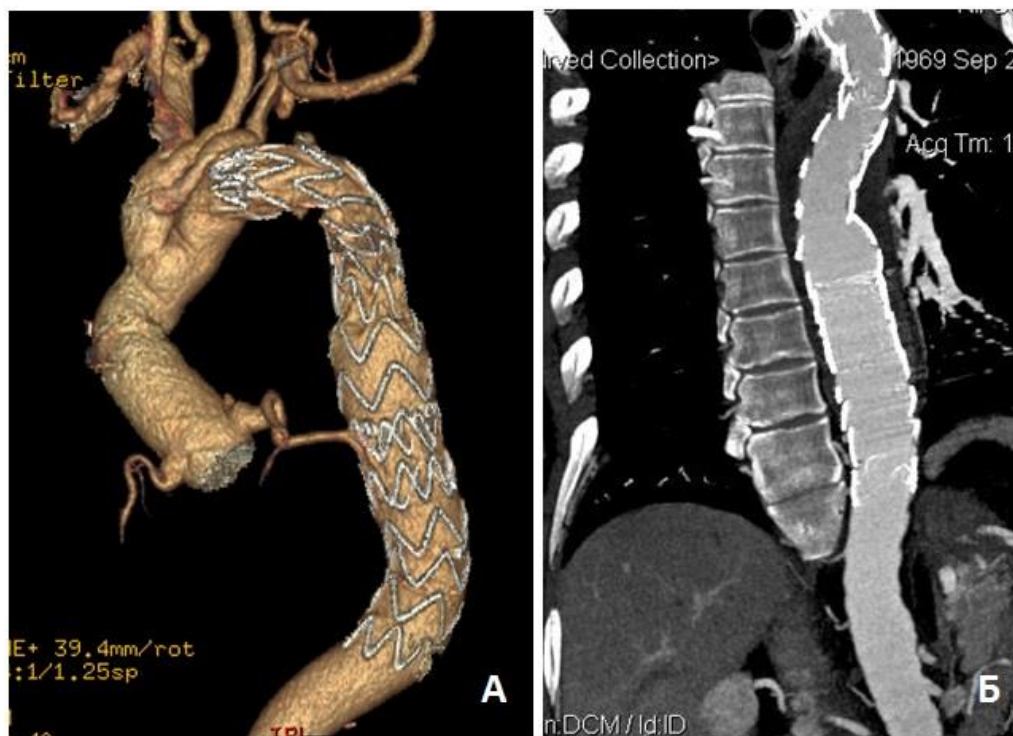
МСКТ-аортография пациента Б. через 6 месяцев. Состояние после процедуры Vorst и имплантации стент-графтов в нисходящий отдел аорты. А – трехмерная реконструкция грудной аорты; Б – сагиттальный срез грудной аорты
